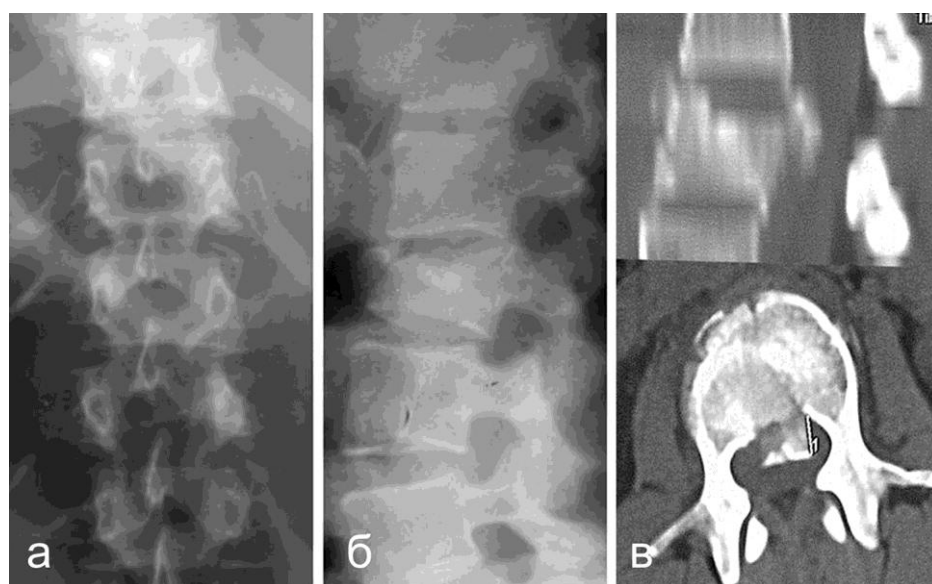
Прицельные рентгенограммы L_{II} позвонка в прямой (а) и в боковой (б) проекциях. Компьютерная томограмма L_{II} позвонка (в). DS – оскольчатый перелом L_{II} со смещением фрагмента заднего края в позвоночный канал до 10 мм – вертебро-медуллярный конфликт III степени
